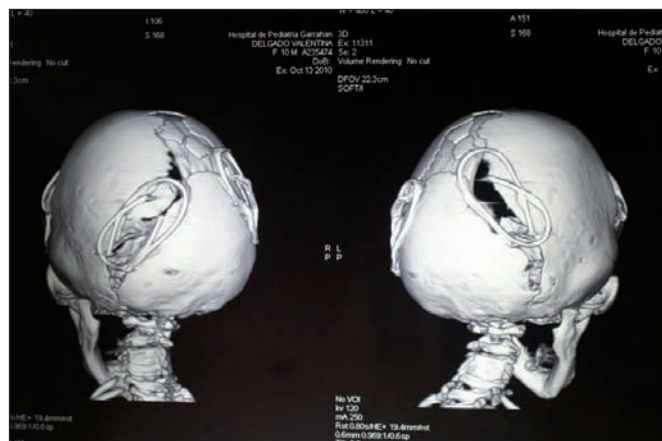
Tomografía 3D para control de la colocación de los resortes
